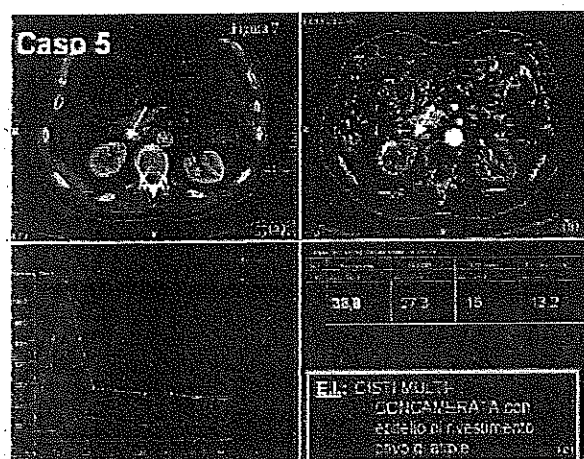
CASO 5: TC convenzionale (a) e TC con perfusione (b) correlata all'esame istologico (c)
